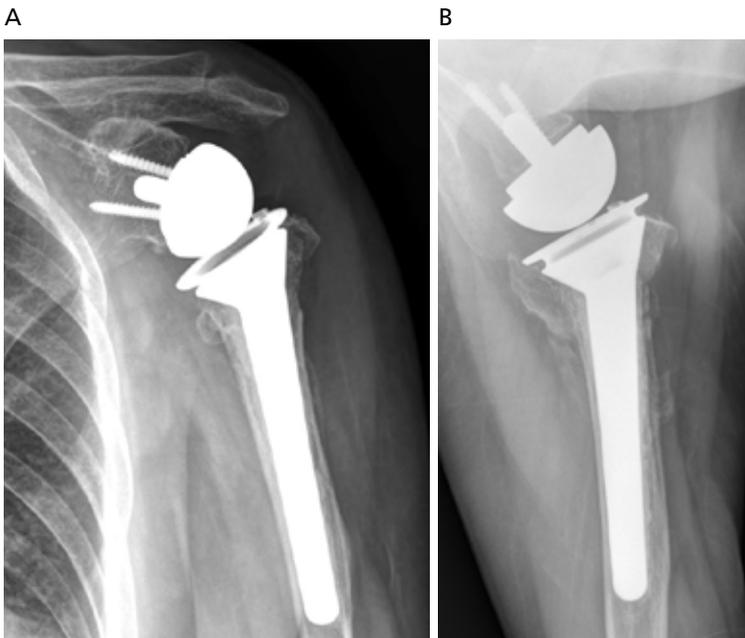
(A) Anteroposterior and (B) axillary lateral radiographs of left shoulder following reverse total shoulder arthroplasty for Neer 4-part proximal humerus fracture. Informed consent for publication of the clinical image was obtained from the patient.
